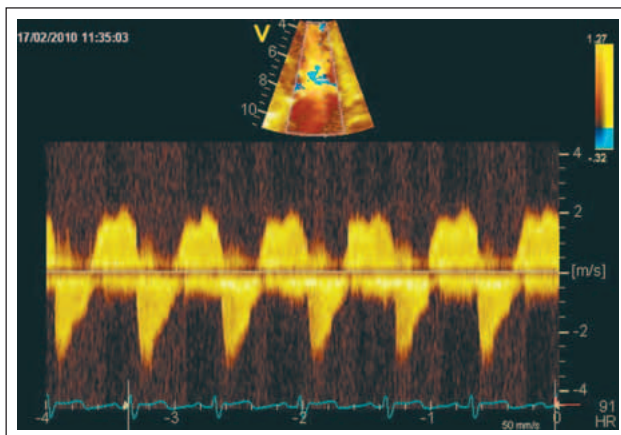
CW-Doppler über der Trikuspidalklappe: Als Hinweis auf die hochgradige Trikuspidalinsuffizienz zeigen sich eine trikuläre Hüllkurve mit einem frühen Peak, ein dichtes Signal sowie eine niedrige Geschwindigkeit (Druckausgleich zwischen rechtem Ventrikel und Vorhof). Der diastolische Fluss lässt eine zumindest geringfügige Stenosierung der Klappe vermuten.
